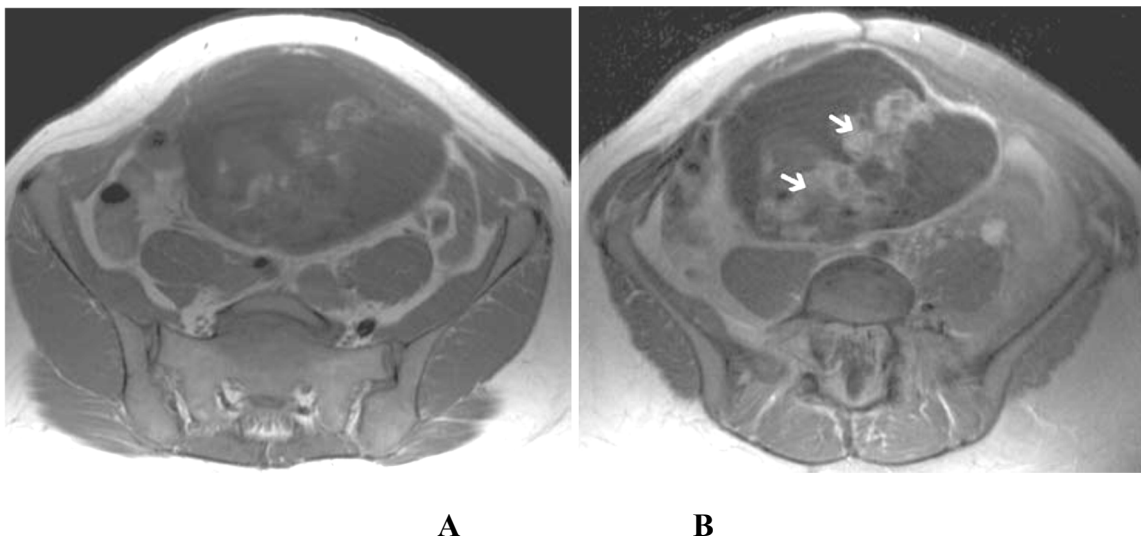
coupes IRM axiales T1 (A) et T1 avec saturation du signal de la graisse et injection de produit de contraste (B). la volumineuse portion tissulaire présente un rehaussement hétérogène, elle est constituée de tissu nerveux immature, adipeux et de multiples autres tissus plus ou moins différenciés orientant vers un tératome immature droit
